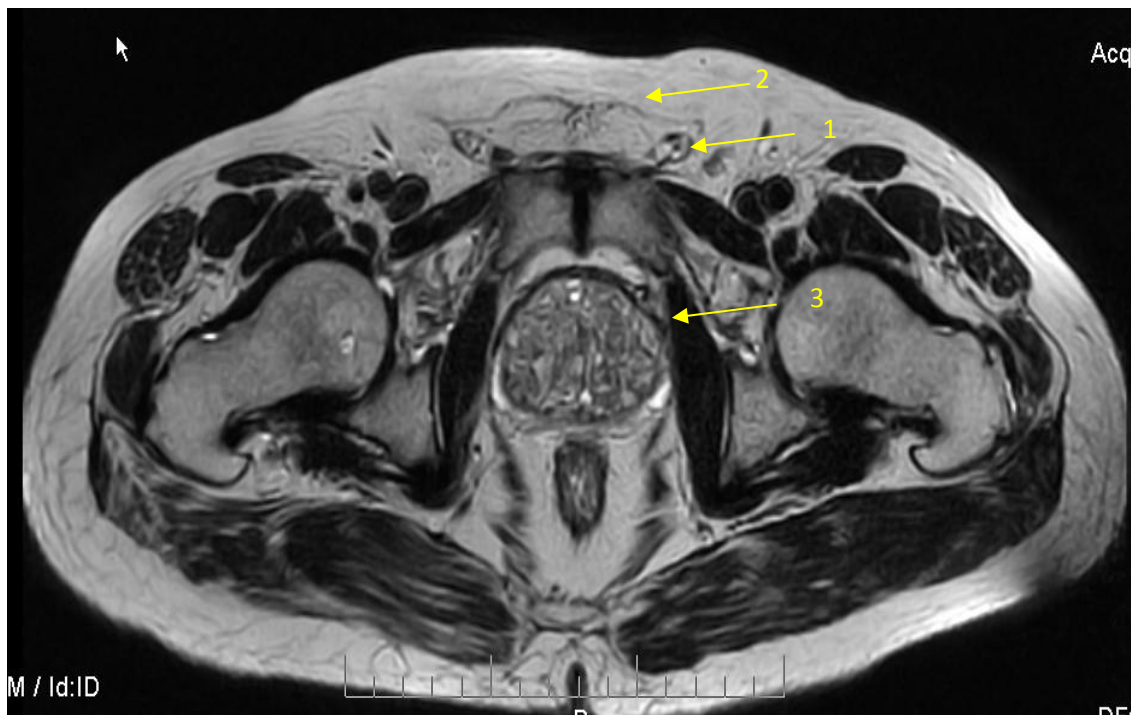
Нормальна анатомія пахвинних областей на МРТ сканах. 1 - пахвинний канал з елементами сім'яного канатика, 2 - лобкова кістка, 3 - сечовий міхур
